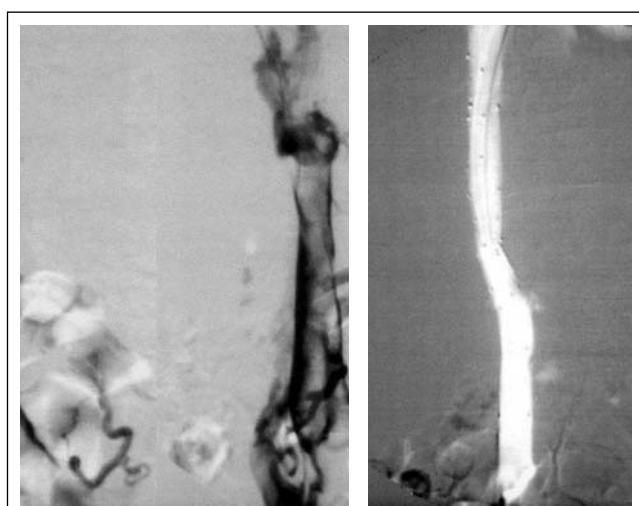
Пациент 73 лет с поликистозом печени, с отеками обеих нижних конечностей и асцитом. КТ (не показано) выявила компрессию и тромбоз НПВ увеличенной поликистозной печенью
